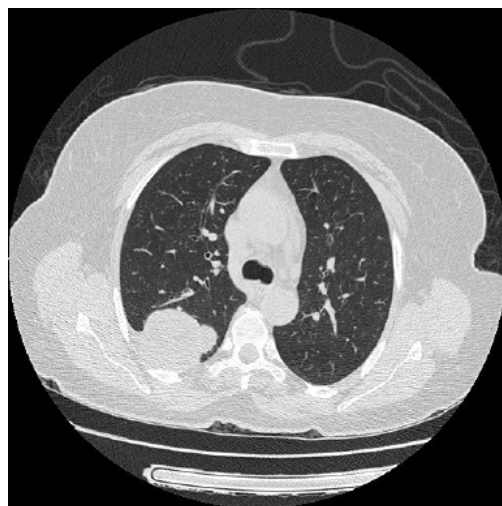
CRIPTOCOCOSE. Tomografia computadorizada do tórax demonstrando opacidade parenquimatosa pseudotumoral no lobo superior direito.
